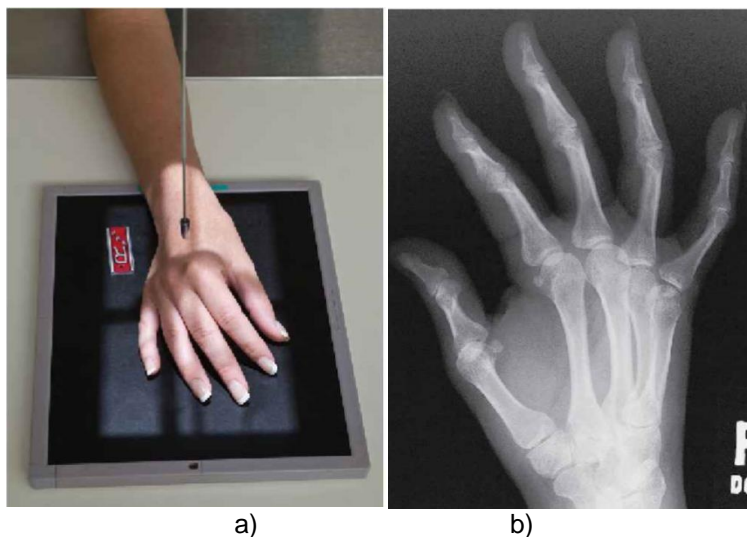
Incidência PA de mão: a) Posicionamento e b) Radiografia.
